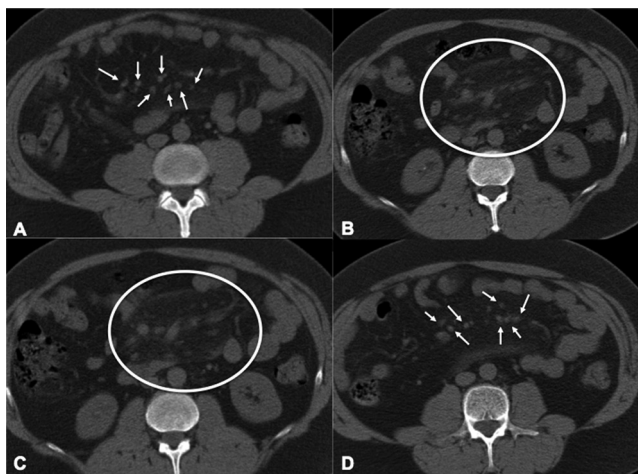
Cortes axiais de tomografia computadorizada sem contraste evidenciando em A e D (setas) pequenos nódulos e em B e D (circunscrito) espessamento da gordura mesentérica com aspecto em halo
